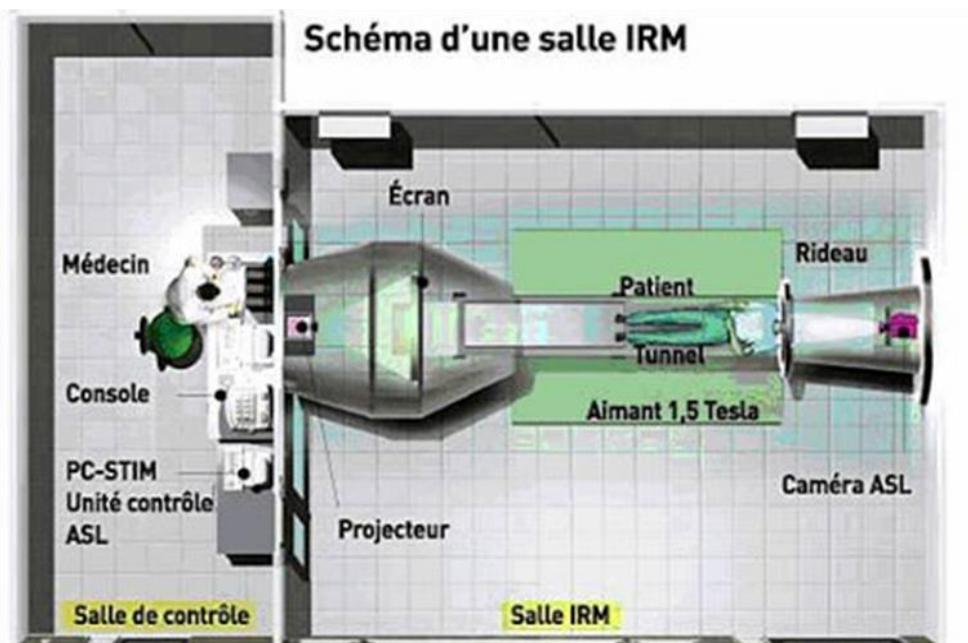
organisation fonctionnel d'IRM
